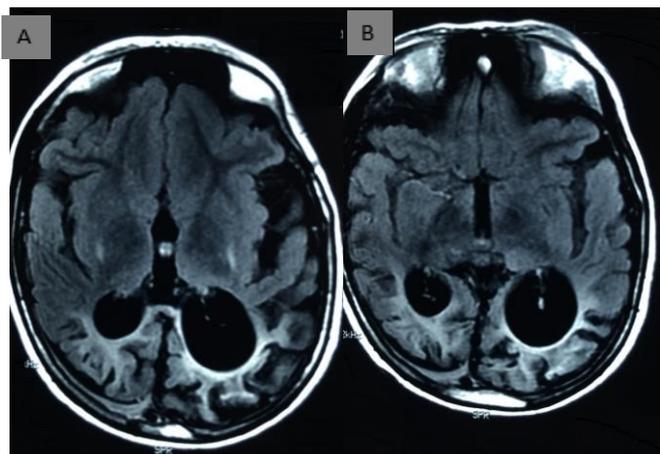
Ressonância Magnética Axial de crânio ponderada em FLAIR. Em A, imagem ao nível dos núcleos da base mostrando redução de volume e aumento de sinal no putâmen posterior bilateralmente, sugerindo sequela de lesão hipóxico-iscêmica grave; lesões retráteis e com sinal hiperintenso comprometendo o córtex e a substância branca subcortical nos lobos occipitais bilaterais, compatíveis com gliose. Em B, imagem mostrando as lesões retráteis nos lobos occipitais, compatíveis com sequelas.
